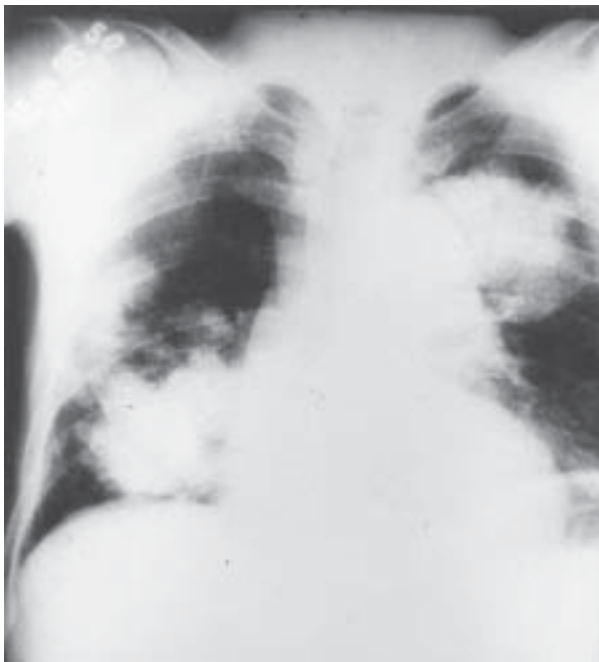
Radiografia de tórax mostrando múltiplas condensações alveolares, mais notadamente no terço superior do hemitórax esquerdo e na base do pulmão direito. Notar a presença de aerobroncograma na lesão do terço superior esquerdo. Diagnóstico: carcinoma bronquíolo-alveolar.
